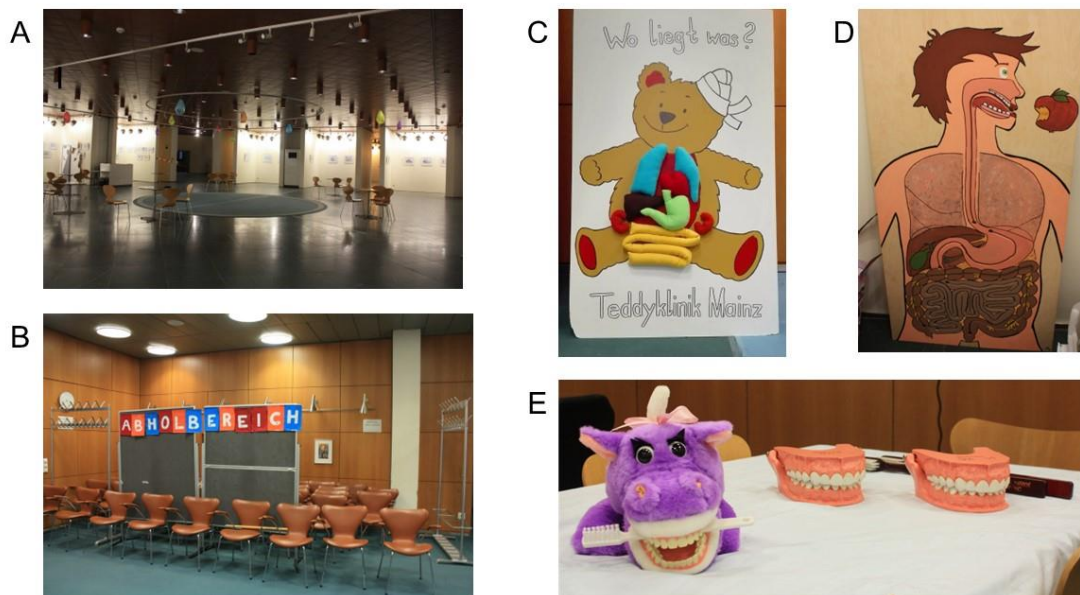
Impressionen der TK Mainz 2017 (A Wartebereich für Kindergartenkinder, B Abholbereich für Kindergartenkinder, C Organpuzzle, D Spiel „Jan isst einen Apfel“, E Handpuppen zur Demonstration von korrektem Zähneputzen und Mundinspektion)
